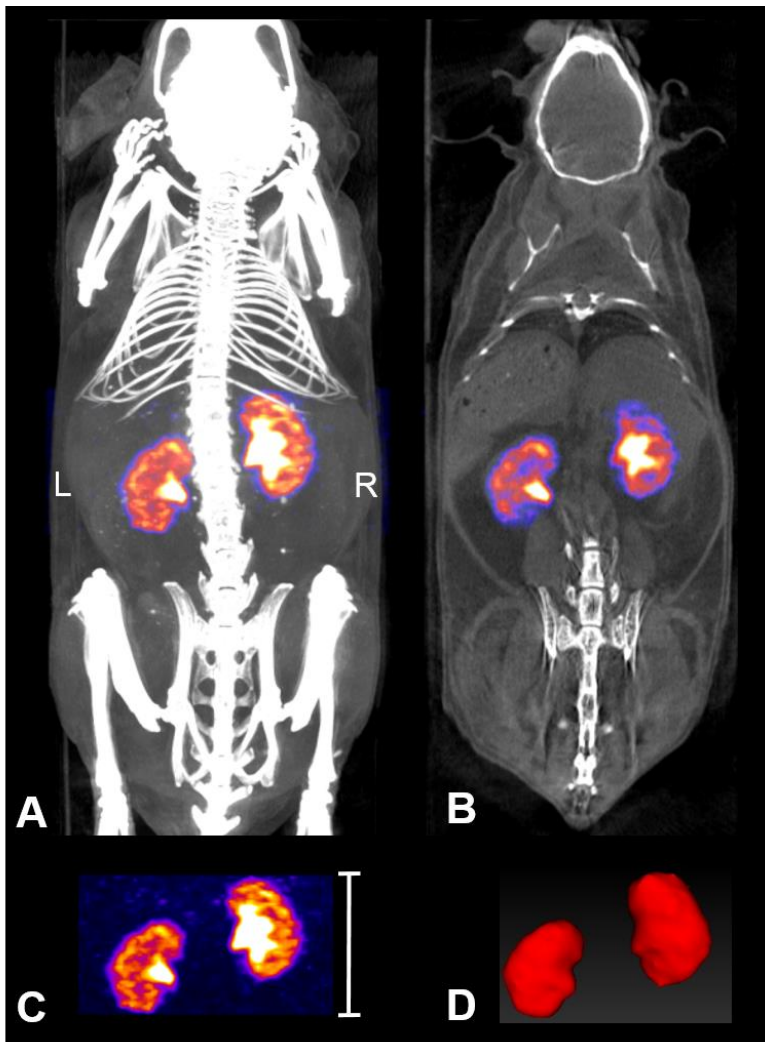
SPECT Bilder einer 12-Monate-alten weiblichen Maus. Hier ist der Uptake 12 min nach intravenöser Injektion von 30 MBq ^{99m}Tc -MAG3 dargestellt. A zeigt fusionierte SPECT/CT Bilder maximaler Intensität, B in koronarer Projektion. SPECT mit einem axialen FOV von 14 mm (C; Skala = 14 mm). D zeigt eine 3-dimensionale VOI beider Nieren.
